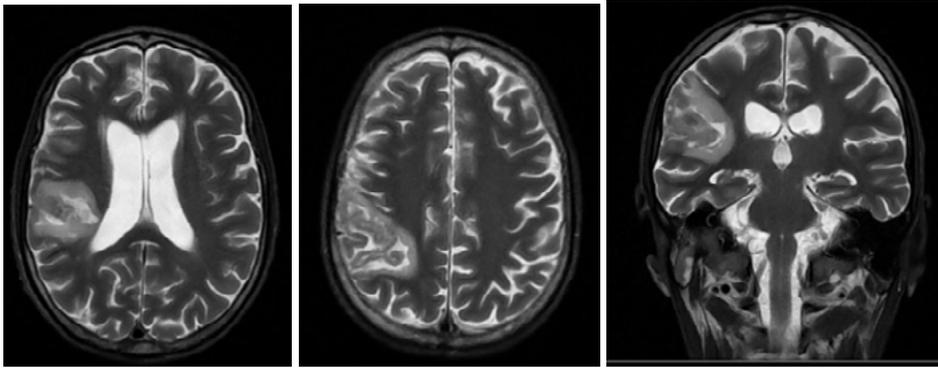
RM cráneo: cortes transversos y coronal en secuencia T2
